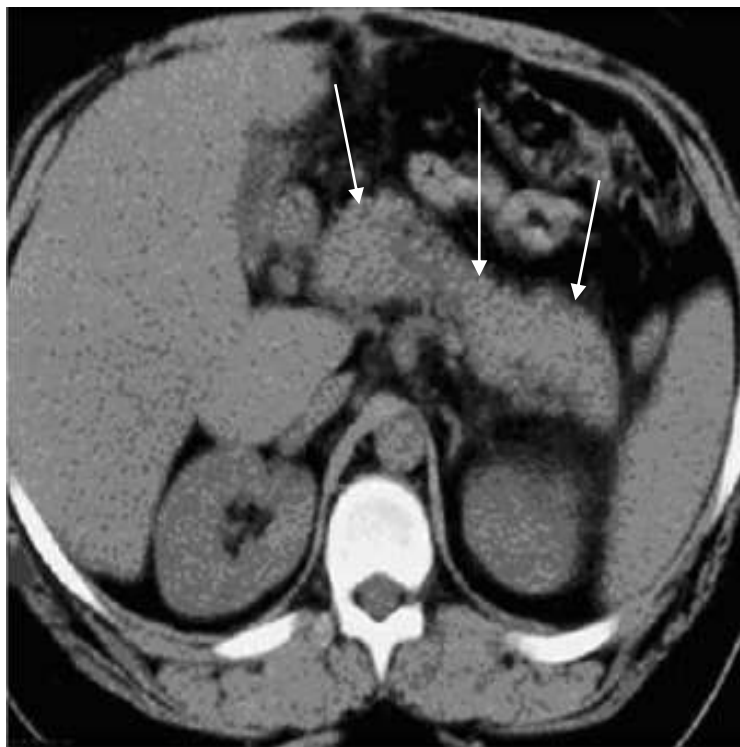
Комп’ютерна томографія. Хворий Л., 42 р.
